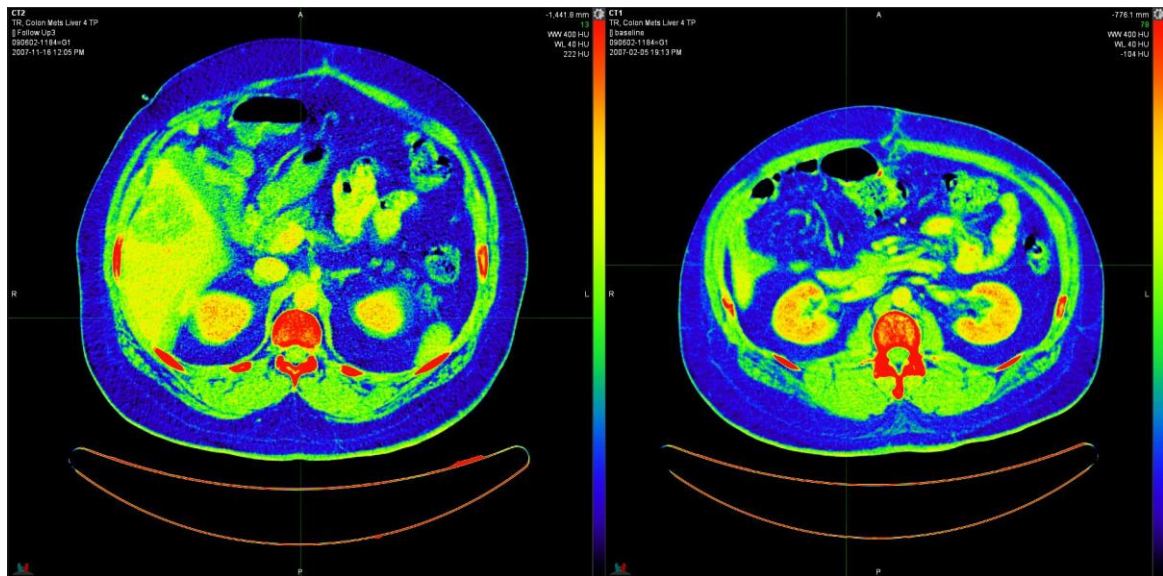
Cambios en la composición corporal determinada mediante TC en L3 de un paciente con cáncer en 2 tiempos diferentes. Composición corporal al inicio del tratamiento con RT (derecha) y composición corporal 6 meses más tarde (izquierda). Elaboración propia.
